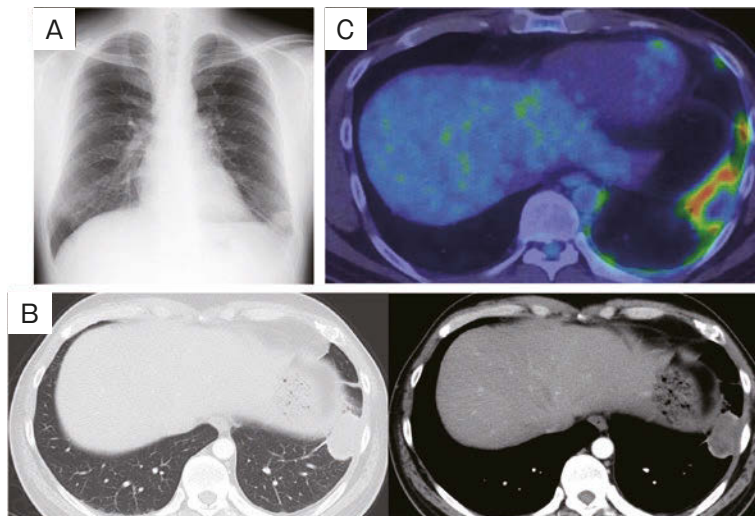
Imaging findings. (A) Chest X-ray showed a 40 mm mass in the left lower lung field. (B) Contrast-enhanced chest computed tomography showed a 41 mm mass in the peripheral left S⁸ segment. (C) FDG-PET (positron emission tomography). Tissue surrounding the mass had an accumulation of SUVmax: 5.66, with increased accumulation of FDG in the pleural region (SUVmax: 7.0).
